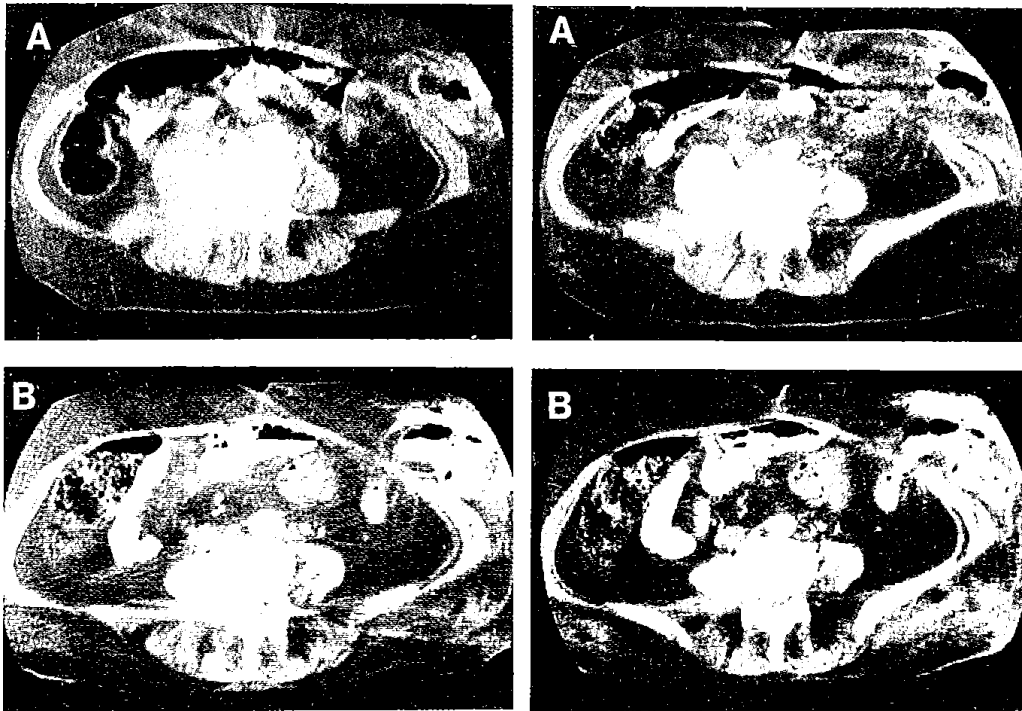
Tomografía axial computadorizada abdominal realizada en el momento del diagnóstico (A) y 3 meses más tarde (B). En esta última se observa desaparición de la masa para vertebral.
